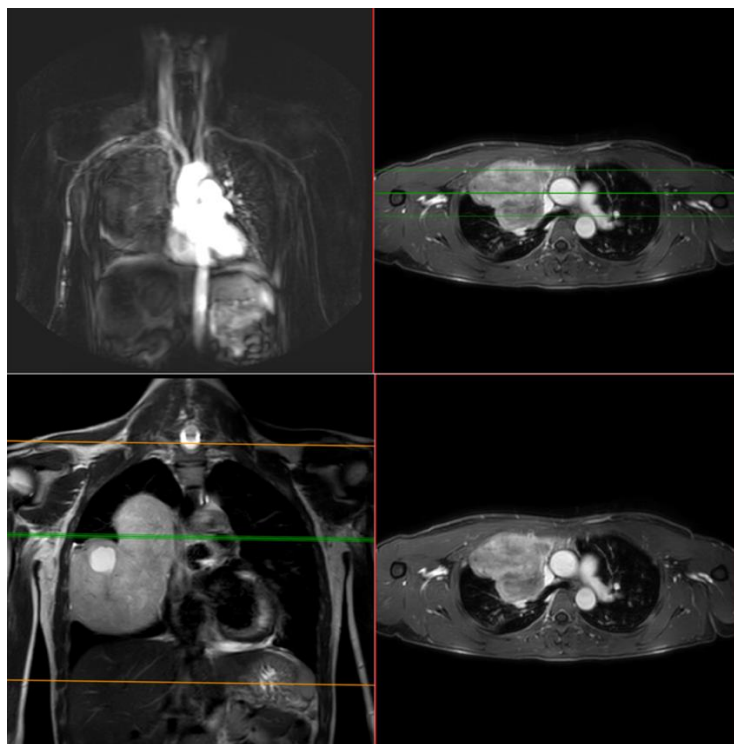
Магнитно-резонансная томография: паренхима правого лёгкого компенсирована с признаками уплотнения ткани, образование компримирует правые отделы сердца, структуры средостения дифференцированы. Данных за инвазию не получено.
